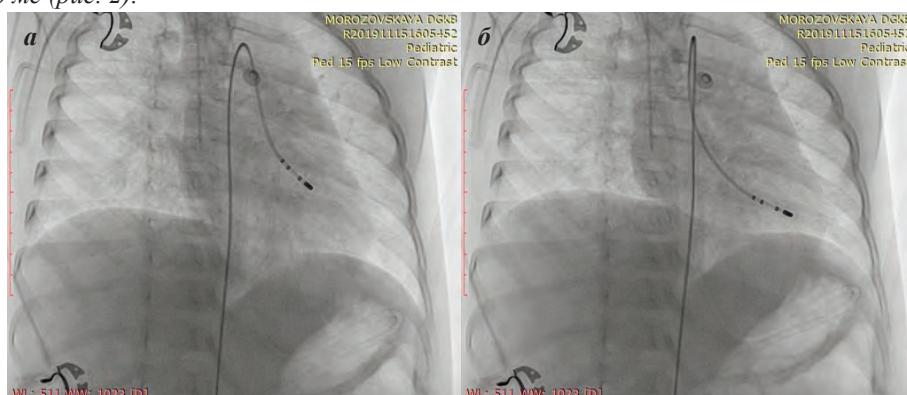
Рентгенограммы (правая косая проекция) - место эффективной абляции ЖТ-1 (а) и ЖТ-3 (б).
